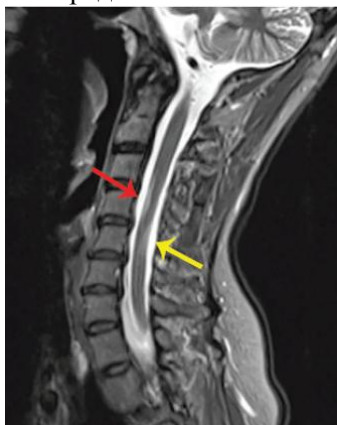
Рассеянный склероз, МРТ. Демиелинизированный участок на уровне С3-С4 спереди (красная стрелка) и С5 сзади (желтая стрелка). В демиелинизированных участках видны очаги гиперинтенсивного сигнала (по Singh и др.) [16]
